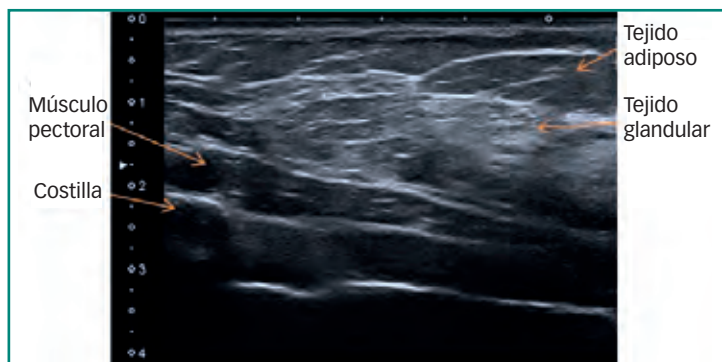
Ejemplo de ecografía de mama normal.
